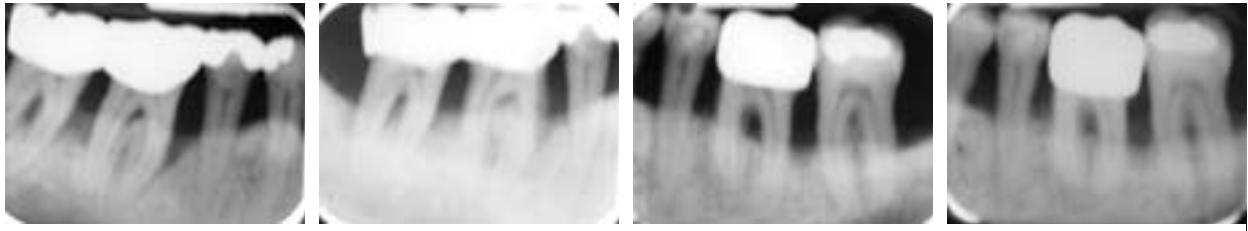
Vor der systematischen PAR-Therapie zeigt das Röntgenbild einen horizontalen vertikalen Knochenverlust. 11.09.00. – Abb. 11: Drei Jahre nach der Therapie mit Laser und α -Tricalcium ist eine stabile klinische Situation entstanden. 26.07.04. – Abb. 12: Vor der systematischen PAR-Therapie zeigt das Röntgenbild einen horizontalen und vertikalen Knochenverlust. 11.09.00. – Abb. 13: Drei Jahre nach der Therapie mit dem Laser und α -Tricalcium ist eine stabile klinische Situation entstanden. 26.07.04.
